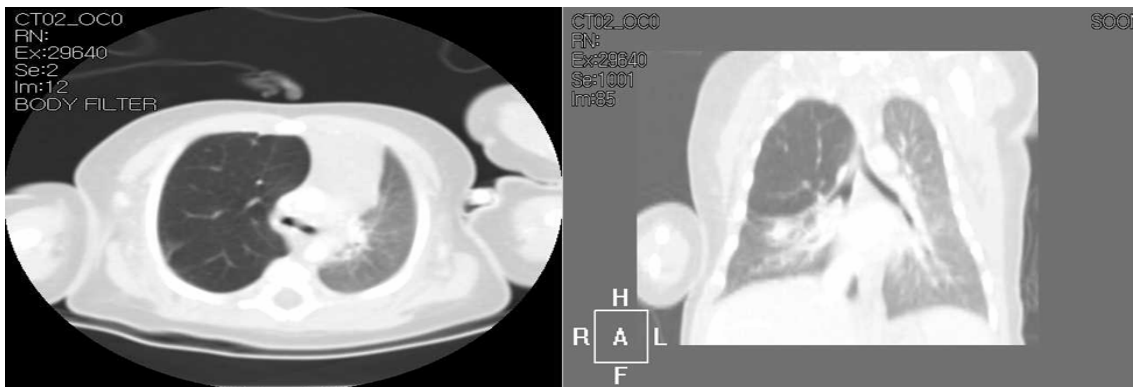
Chest CT, demonstrating emphysematous change of right upper lobe of the lung
